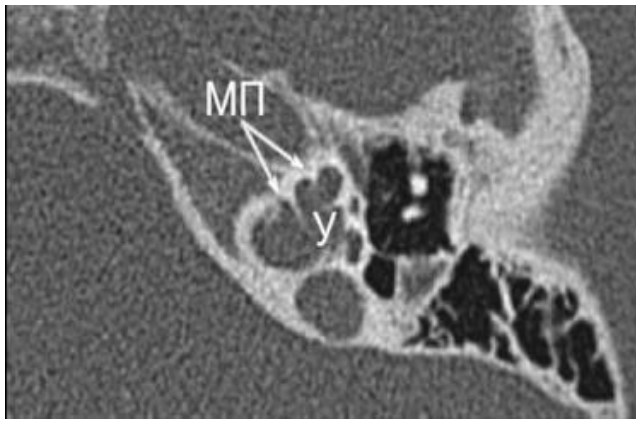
МСКТ височной кости и 3D моделирование внутреннего уха: неполное разделение улитки III типа; улитка (У) имеет межскалярные перегородки (МП), но костный стержень полностью отсутствует (указано стрелками)
